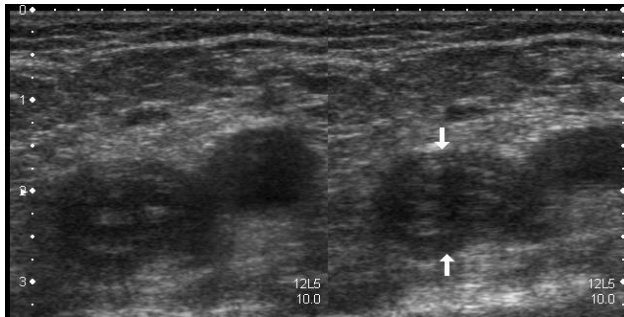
Trombosis aguda. Ecografía modo B. Vena femoral común con luz hiperecoica y aumentada de calibre (izquierda), que no se colapsa al comprimir con el transductor (derecha) confirmando la presencia de trombosis.
